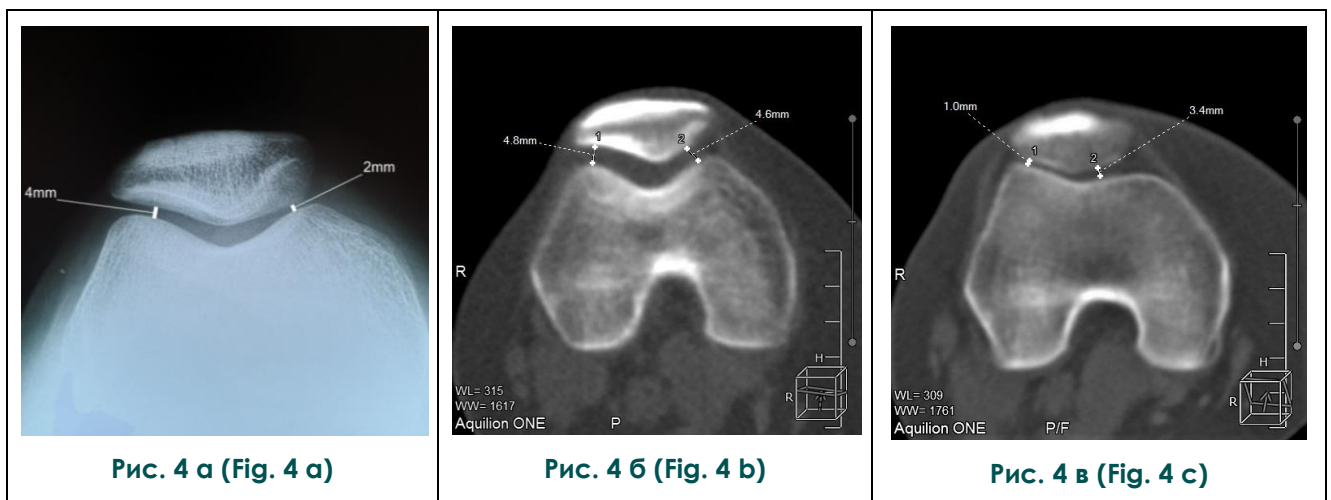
Оценка щели сочленения по данным рентгенографии, статической МСКТ и функциональной МСКТ.
